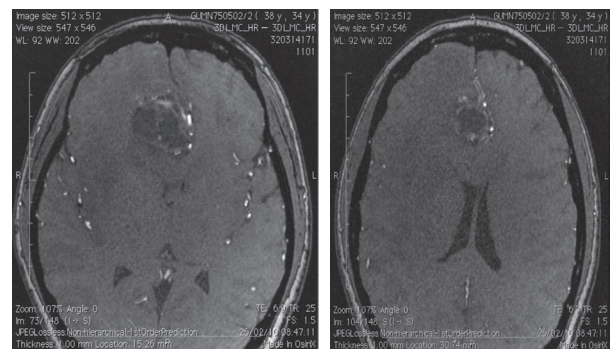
Resonancia magnética. Corte axial en secuencia de angiorresonancia donde se observa una gran vena de drenaje proveniente del tumor y que desemboca al seno longitudinal superior; asimismo, se aprecia el trayecto de ambas arterias cerebrales anteriores desplazado por el tumor.
